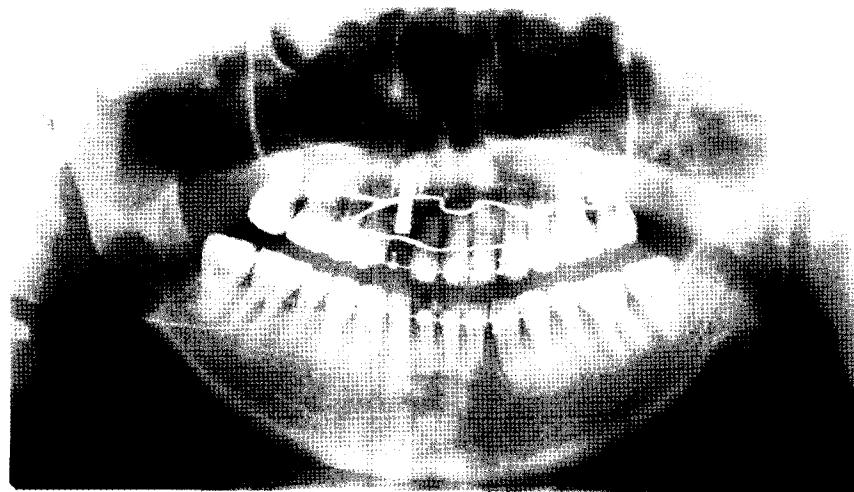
Panoramic radiograph after device removal and implant installation for #12
